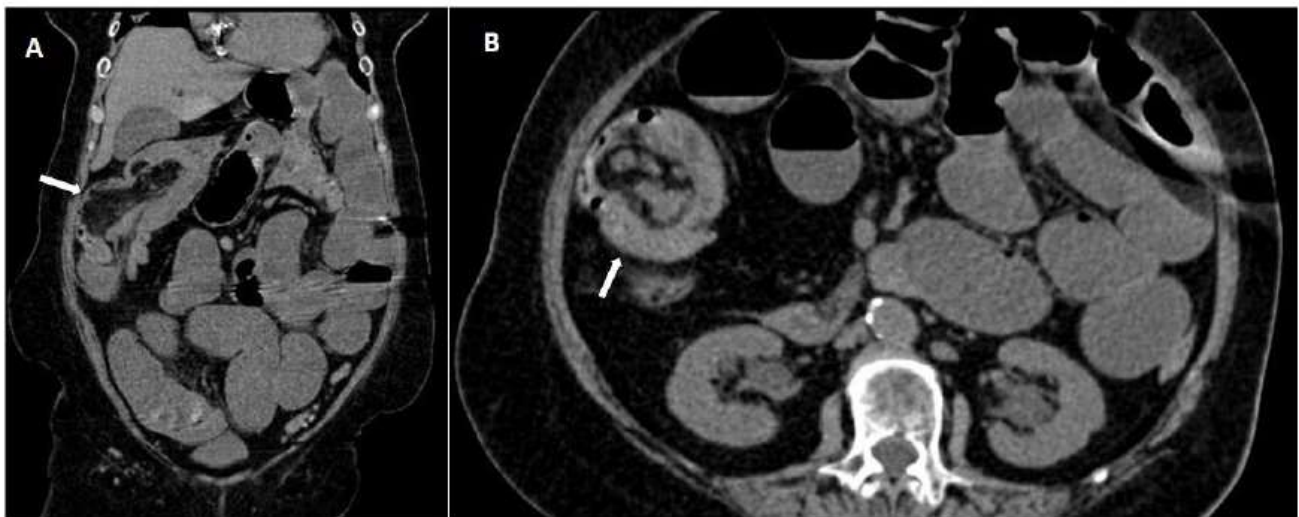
A-B: Intussuscepção de intestino delgado. Em A a TC em reconstrução no plano coronal revela intussuscepção em padrão de pseudo-rim (seta), e em B no corte axial o sinal do alvo (seta)
